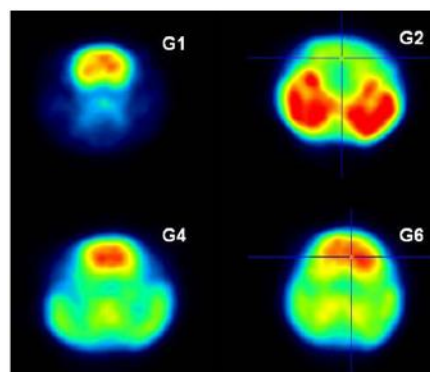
Imagen PET de G1, G2, G4 y G6. (Tomado de Fernández et al., Int J Pharm. 419: 271–280, 2011).
